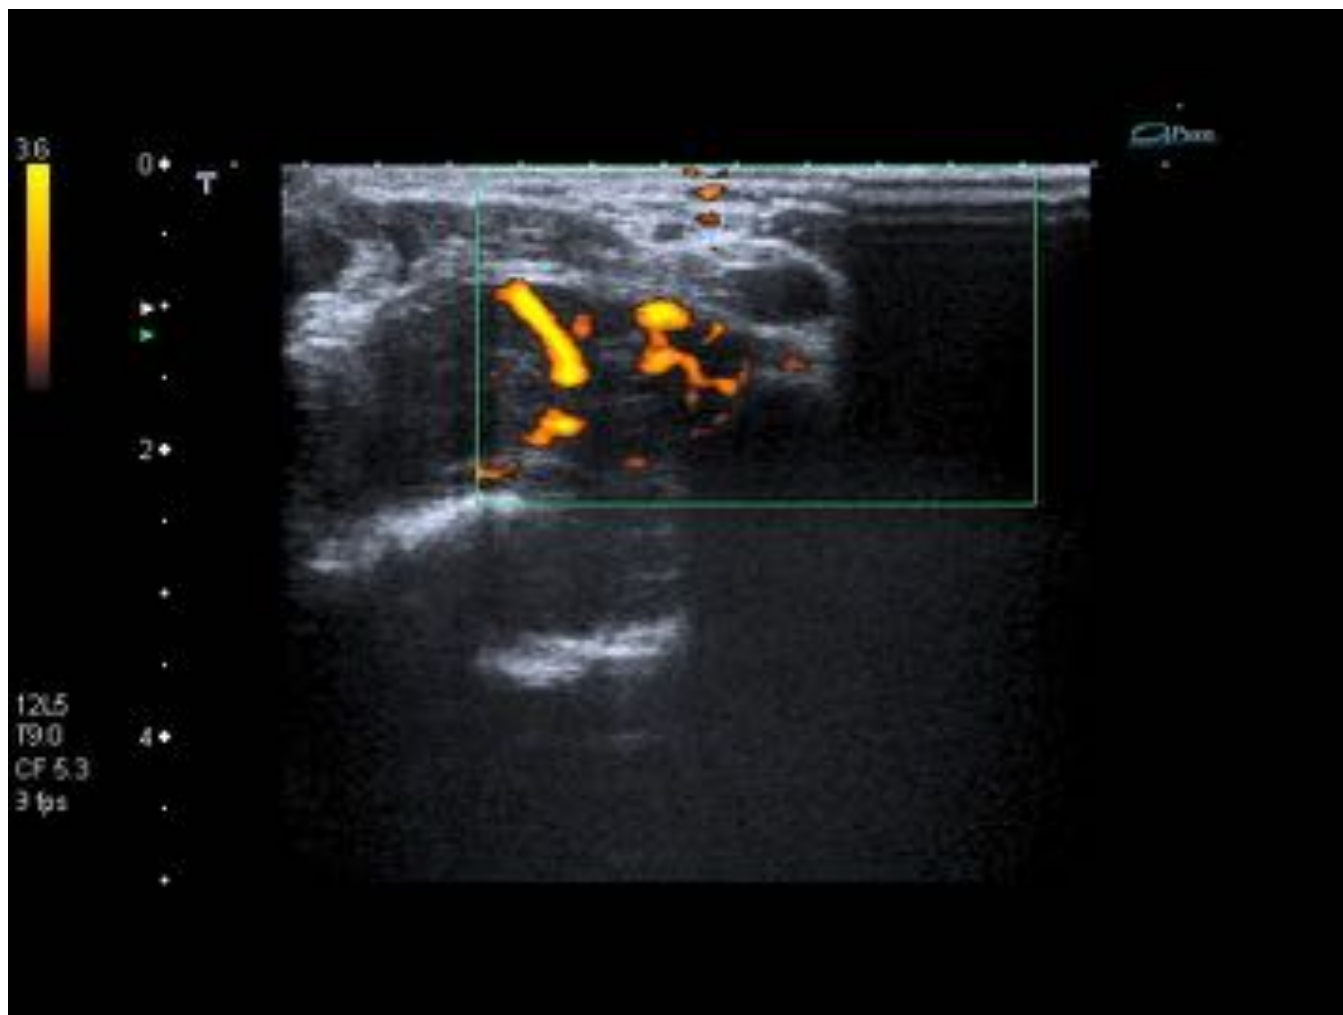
Ecografía Doppler - power: muestra una marcada vascularización en el interior de la lesión.
